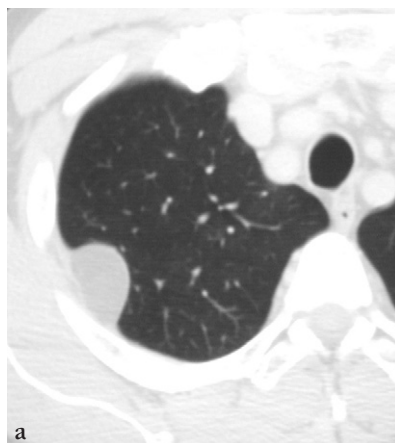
Lipome pleural en TDM avec angles de raccordement obtus avec le parenchyme pulmonaire (a) et de nature grasseuse (b) (*flèches*).
